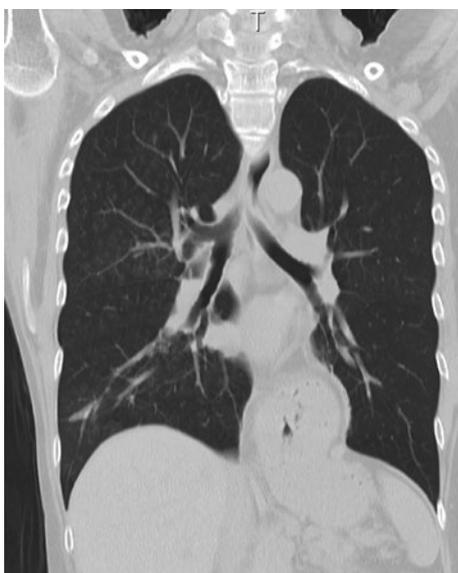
胸部単純CT. 右上葉優位に多発する小葉中心性粒状影を認める.
